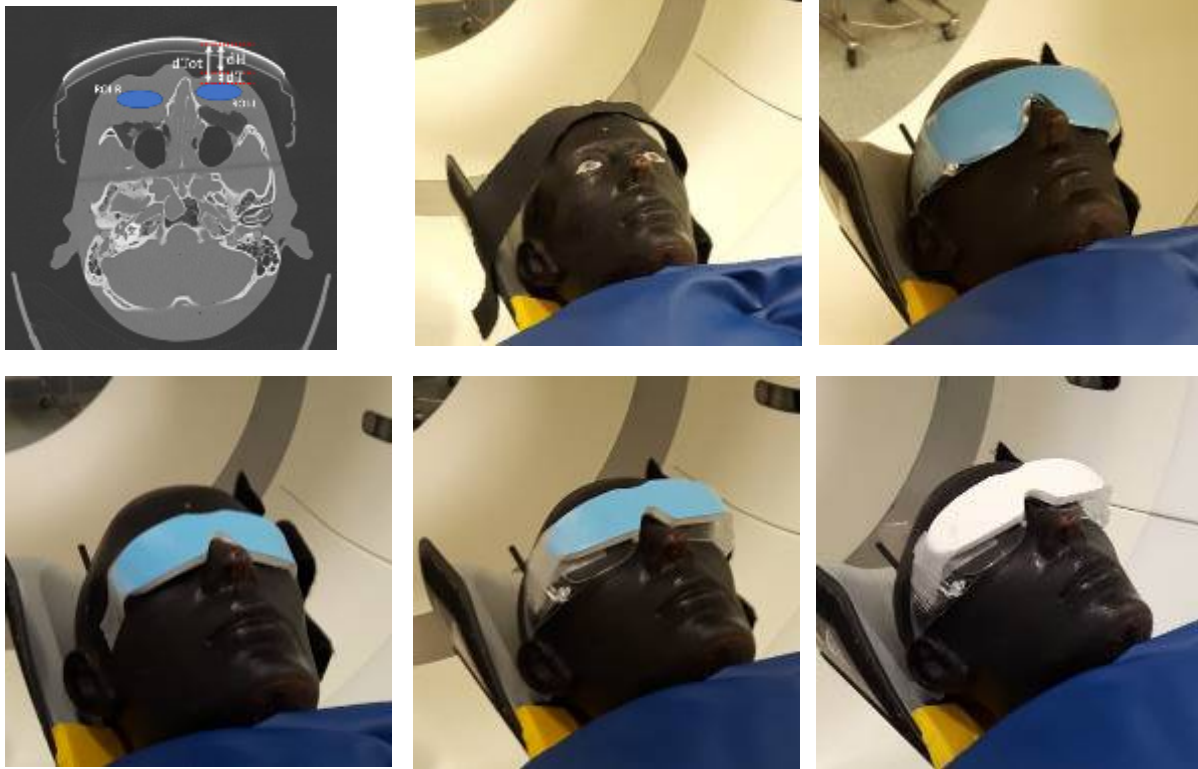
(a) Axiales CT-Bild des ART-Kopfphantoms mit Brille, ausgewerteten Flächen (blau) und relevanten Abständen d_{Tot} , d_H und d_T . Aufbau für den nativen CT-Scan ohne Augenschutz (b), mit „Brillenschutz“ ohne Seitenstreifen (c, Aufbau mit Seitenstreifen nicht gezeigt), mit Augenlinsenschutz auf dem Phantom (d, „AugSchutz“) und auf einer Brille mit außen (e, „AugSchutz-a-Brille“), und innenliegender blauer Schutzschicht (f, „AugSchutz-a-BrilleInv“).
